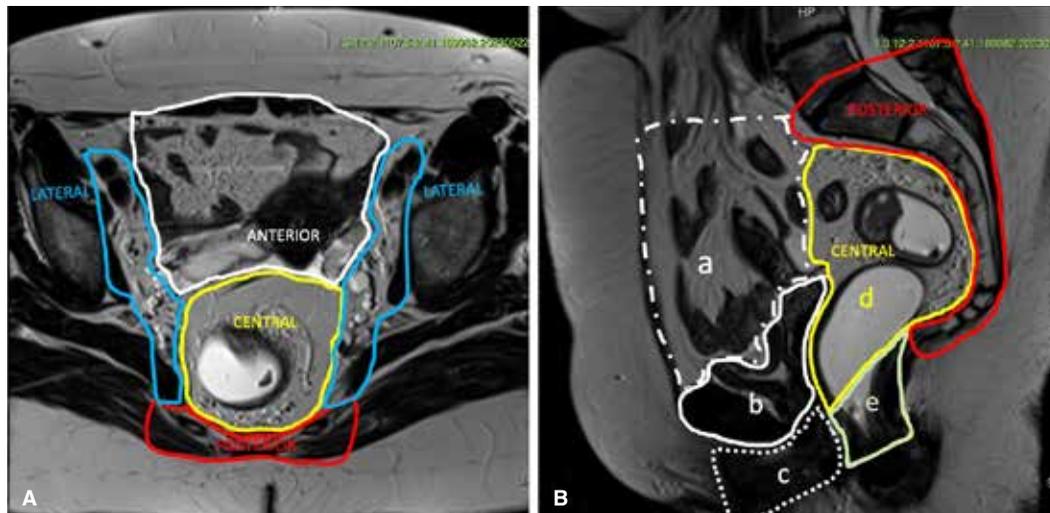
Clasificación del Royal Marsden Hospital Group. En A se observa un corte sagital de resonancia magnética donde se observan cinco compartimientos como en la clasificación precedente. En B se observa que el compartimiento anterior se encuentra dividido en tres niveles: a) por arriba de la reflexión peritoneal, b) por debajo de la reflexión peritoneal y c) comprometiendo el triángulo urogenital. El compartimiento central se encuentra dividido en dos partes: e) supraelevador y d) infraelevador.
